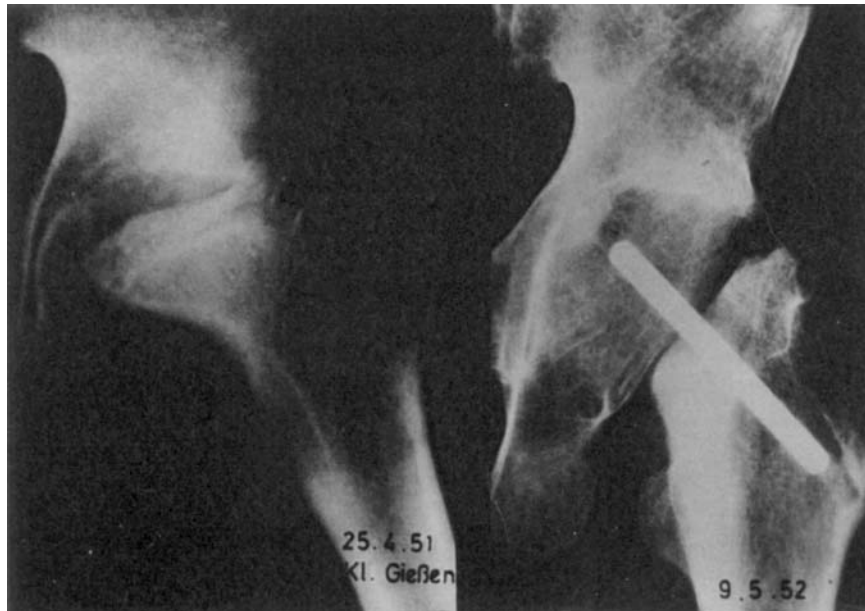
Akrylendoprothese Judet Typ 1 im Röntgenbild
